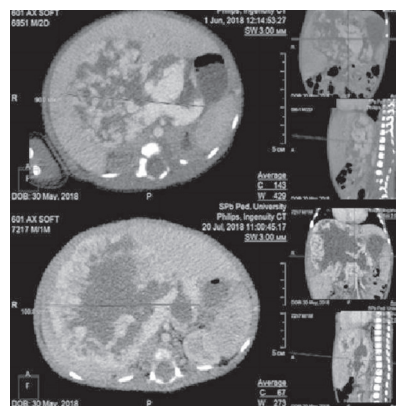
Компьютерно-томографические снимки брюшной полости в различных плоскостях и фазах контрастирования, контроль в 3 месяца
